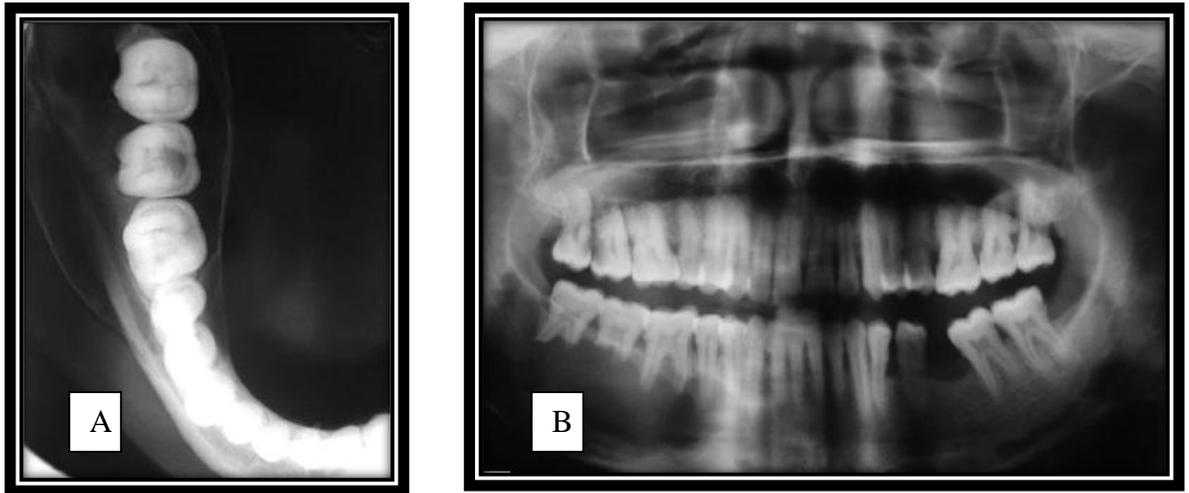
(A) radiografía oclusiva donde se observa la expansión de las corticales producidas por la lesión quística. (B) radiografía panorámica donde se observa una imagen radiolúcida unilocular que provoca resorción de las raíces de los dientes ubicados en la zona de la lesión.³
